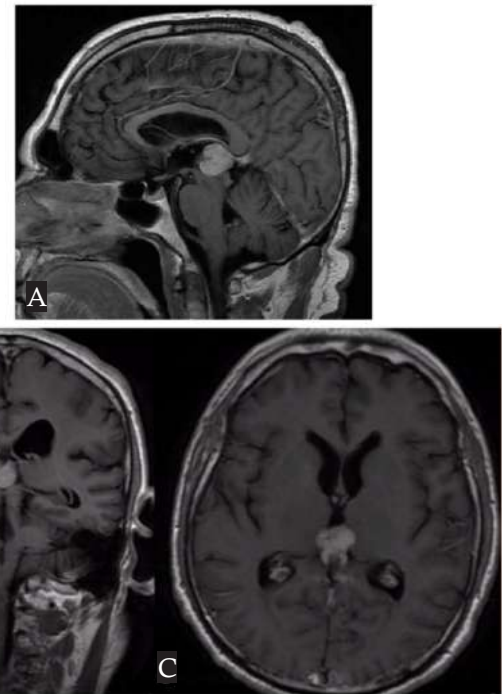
RMN de cráneo activada con gadolinio que muestra tumoración en región pineal con reforzamiento tras la administración de contraste. A) Corte sagital; B) Corte coronal; C) Corte axial.
